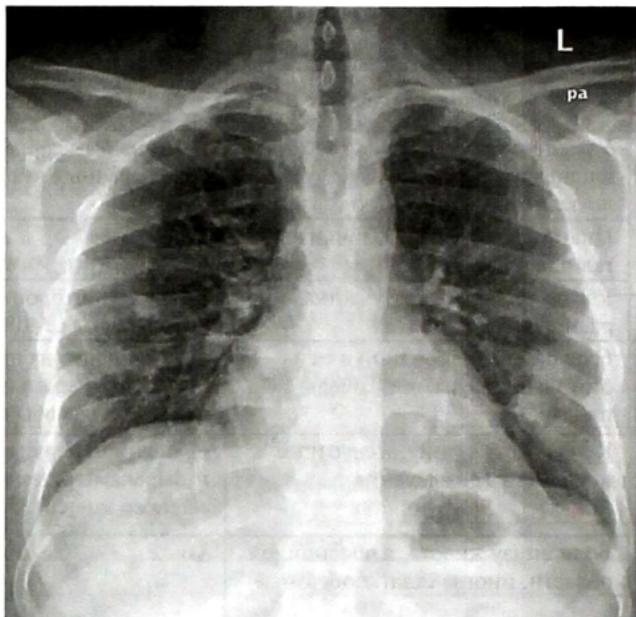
Рентгенограмма органов грудной клетки больной с диагнозом «хориокарцинома с метастазами в легкие»
